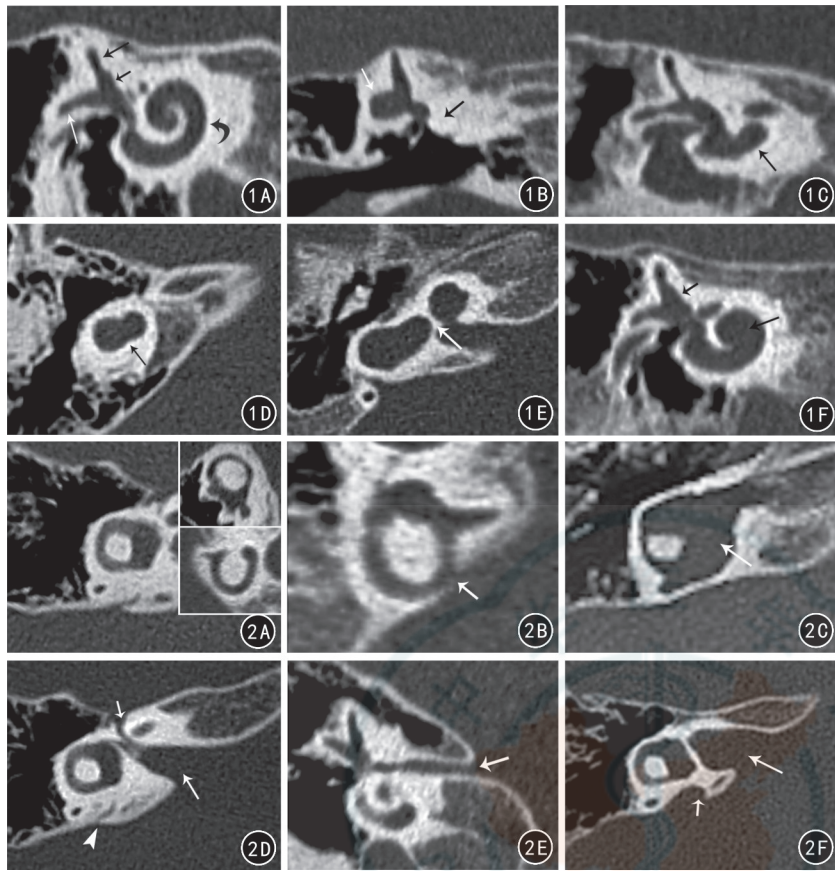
正常及畸形耳蜗的 CT MPR 图像 1A 正常内耳结构见上半规管(长黑箭)、后半规管(长白箭)、前庭(短黑箭)及耳蜗(黑弯箭) 1B 耳蜗未发育畸形 耳蜗螺旋结构显示(黑箭),伴水平半规管扩张(白箭) 1C 耳蜗发育不良畸形 耳蜗的正常结构消失,代之以迂曲、形态不规则的管状结构(黑箭) 1D 共同腔畸形 耳蜗与前庭融合成为一个大囊腔,其内无骨性结构,其间无骨性结构分隔(箭) 1E IP-I 畸形见囊性耳蜗及扩张的前庭,两者间以骨性结构相分隔,形成“8”字征或“雪人”征(箭) 1F Mondini 畸形 耳蜗旋转 1.5 圈,并于耳蜗顶部及中部形成一囊性结构(长箭),伴扩张的前庭(短箭) 图 2 正常及畸形的半规管、内听道及前庭导水管 CT MPR 图像 2A 大图为正常水平半规管,右上小图为正常上半规管,右下小图为正常后半规管 2B 后半规管裂 后半规管外侧壁骨质局部缺损(箭) 2C 水平半规管扩张畸形 水平半规管内径增宽,同时可见扩张的前庭(箭) 2D 正常的内听道(长箭)及前庭导水管(箭头)同时可见面神经迷路段(短箭) 2E 内听道狭窄(箭) 2F 前庭导水管扩张(短箭)合并内听道增宽畸形(长箭)
